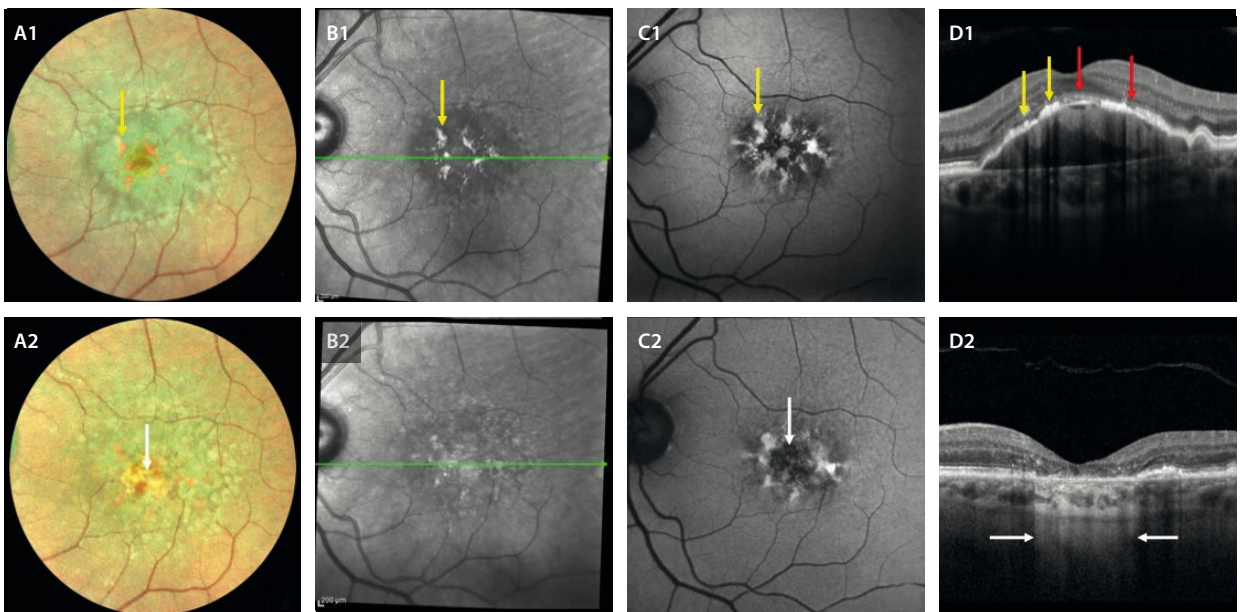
Colapso del desprendimiento del epitelio pigmentario de la retina drusenoidal. A1-D1) Muestran las imágenes de un paciente de 85 años. Se aprecian gránulos de pigmento hiperreflectivos e hiperautofluorescentes (flechas amarillas) situados en el techo del desprendimiento del epitelio pigmentario de la retina que asocian áreas de pérdida de epitelio pigmentario de la retina (flecha roja) con ligera hipertransmisión, ofreciendo una imagen de código de barras. A2-D2) Las imágenes corresponden al mismo paciente 6 meses después. Se aprecia una pérdida de tejido en la imagen multicolor (la flecha blanca señala colores más cálidos a nivel foveal), se pierde la imagen en patrón en la imagen cercana a la infrarroja (B2), la autofluorescencia vira hacia una hipofluorescencia central (flecha blanca) (C2) y la tomografía de coherencia óptica muestra un colapso del desprendimiento del epitelio pigmentario de la retina con atrofia de capas externas y del epitelio pigmentario de la retina, que se demuestra con la hipertransmisión coroidea de la señal en esa zona (delimitada por las flechas blancas) (D2).
